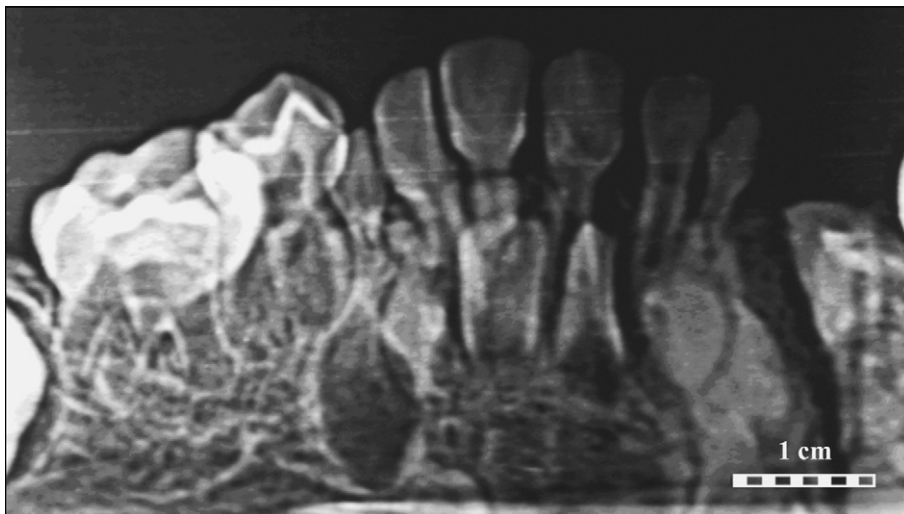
Radiographie panoramique dentaire de la mandibule Rochereil III.
